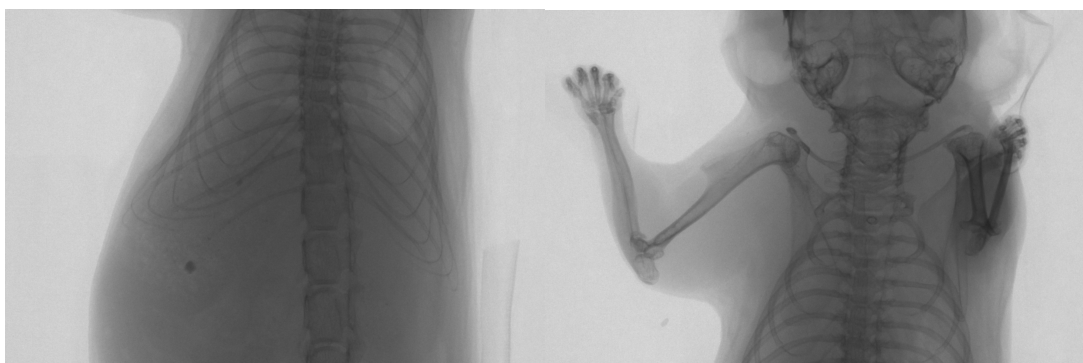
Röntgenaufnahme des Thorax caudal von b
